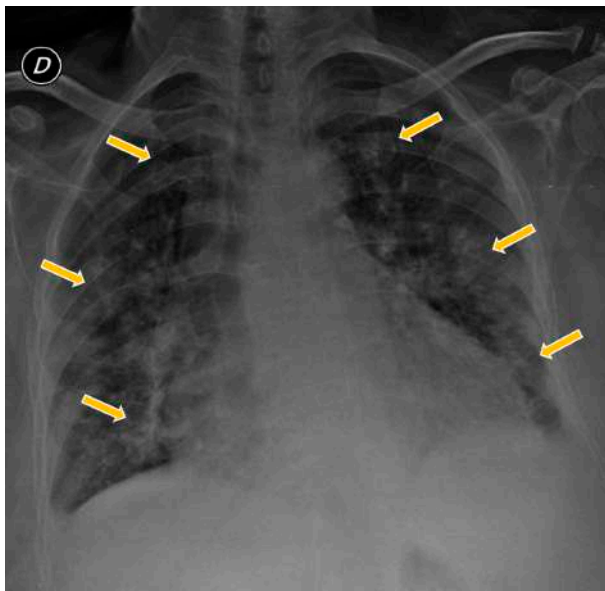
Paciente de 77 años que consultó por expectoración con estrías de sangre, astenia e hiporexia asociadas, de cuatro días de evolución. En radiografía de tórax al ingreso se observan múltiples opacidades focales en campos pulmonares superior, medio e inferior de ambos pulmones. ERVI: 7. Diagnóstico de COVID-19 confirmado por RT-PCR.
